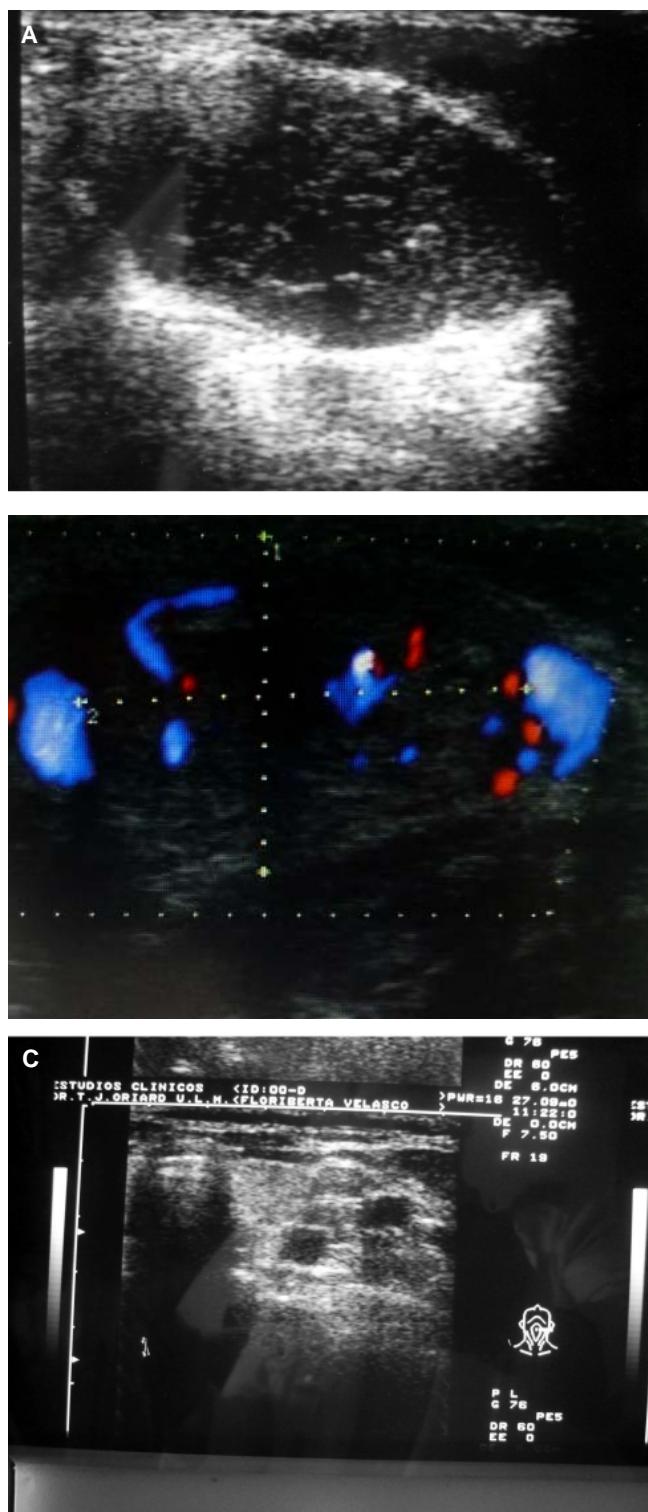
El ultrasonido Doppler de cuello mostró una lesión de 5.5 cm entre las arterias carótida externa e interna en su cara externa, de borde liso, bien definida con ecogenicidad heterogénea, muy vascularizada con lagos venosos.
